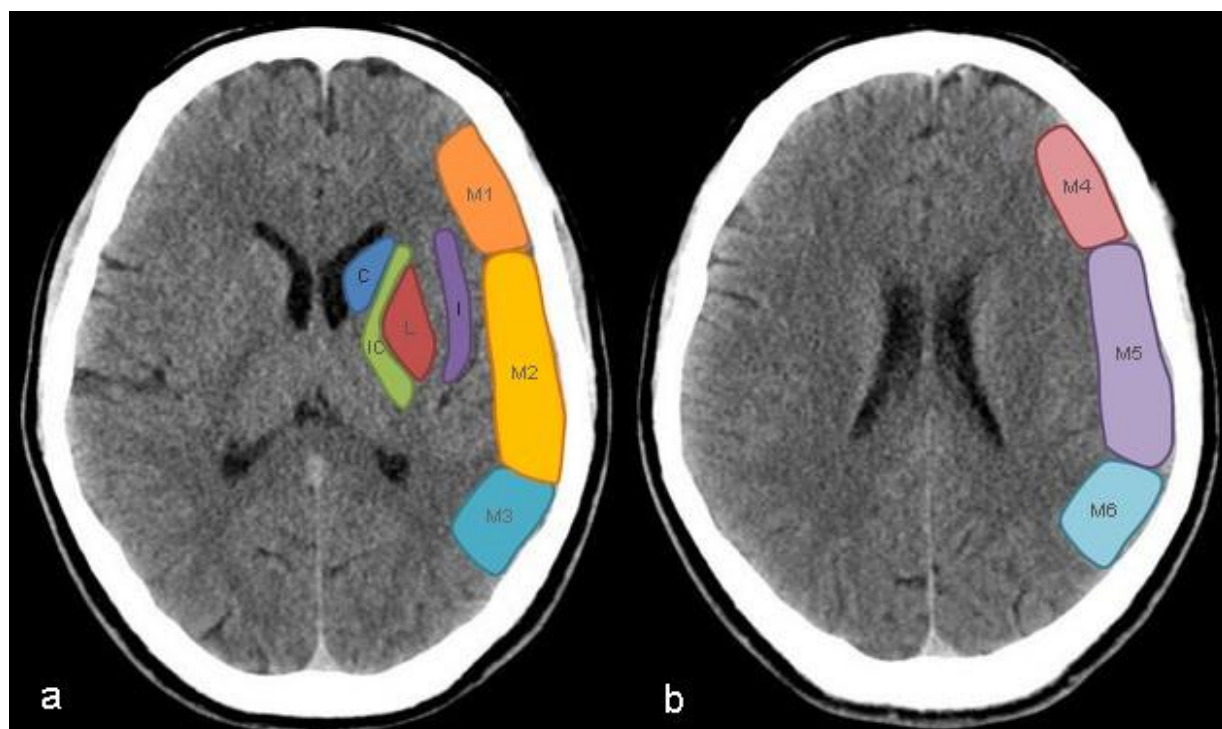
Распределение областей, которые кровоснабжает средняя мозговая артерия (СМА) при оценке по шкале ASPECTS. а. срез на уровне базальных ганглиев, б. срез на уровне желудочков, приблизительно на 2 см выше среза а. Примечания: С: головка хвостатого ядра, IC: внутренняя капсула, L: чечевицеобразное ядро, I: кора островка, M1: передняя часть коры бассейна СМА, M2: часть коры бассейна СМА латеральнее островка, M3: задняя часть коры бассейна СМА, M4, M5, M6: передняя, латеральная и задняя территории бассейна СМА, расположенные непосредственно выше соответствующих M1, M2 and M3.
